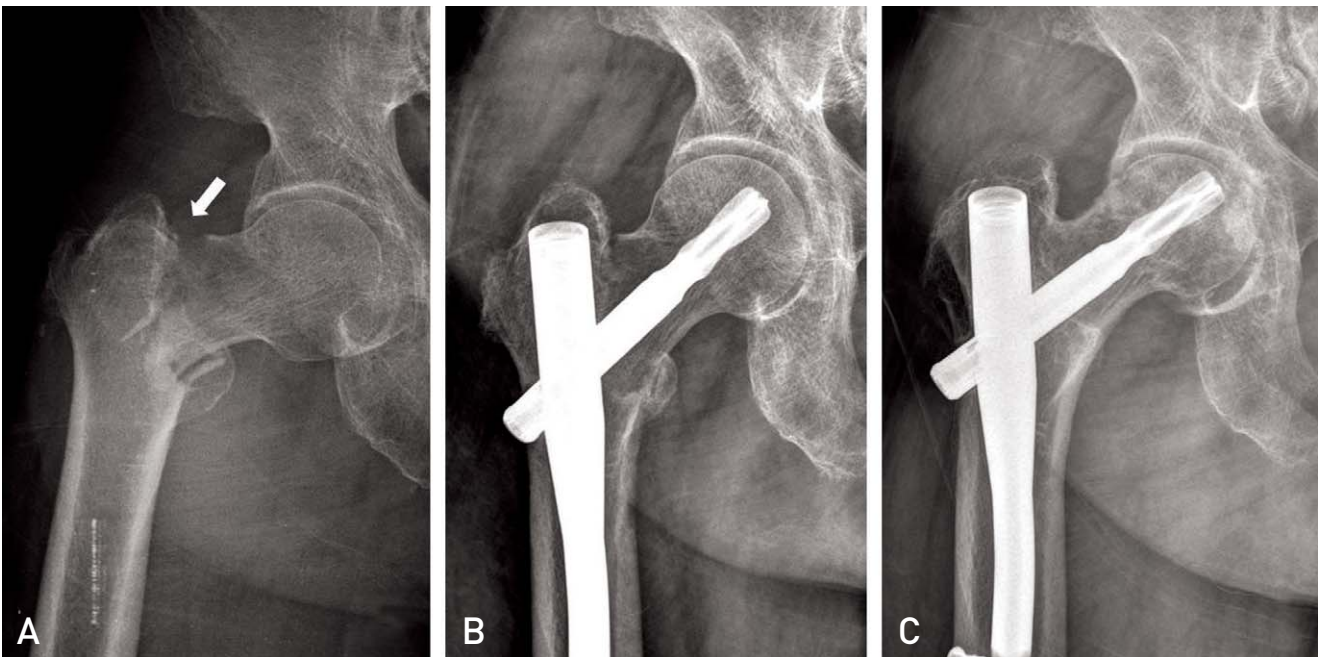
(A) Anteroposterior radiographs of the right hip show displaced intertrochanteric fracture with femoral neck fracture component (arrow). (B) Immediate postoperative radiographs show anatomical reduction and acceptable position of blade. (C) Radiographs obtained at 2 years after surgery show union of the fracture with osteonecrosis of the femoral head.
